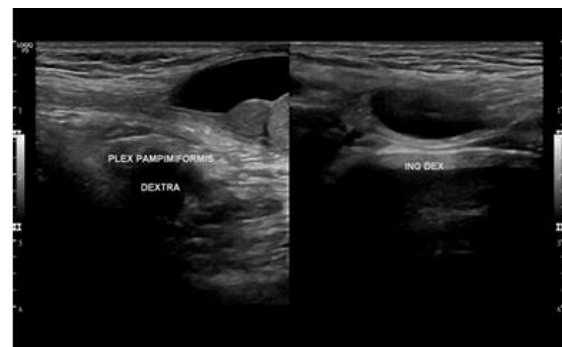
Tampakkan USG plexus pampiniformis hingga inguinal dextra. Tampak area masih terisi oleh area anechoic.
